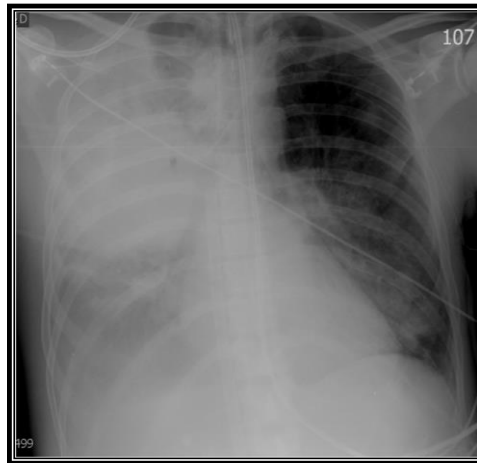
Radiographie pulmonaire réalisée en réanimation le 28/12/2013
